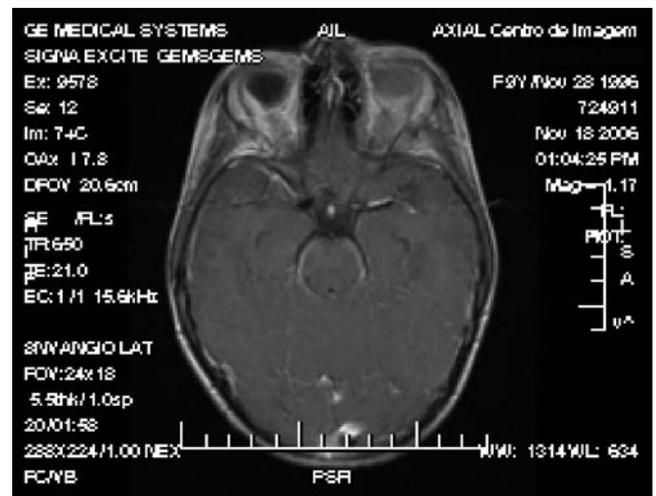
Ressonância magnética mostra alterações oculares, mais evidentes à esquerda, com globo ocular de dimensões levemente aumentadas e difusa alteração de sinal, sugerindo hemorragia em diferentes estágios de evolução
